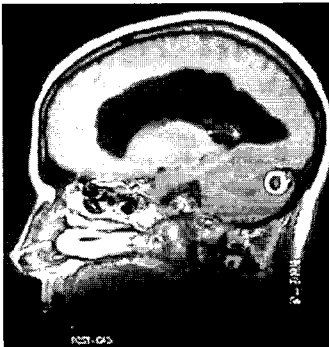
사람의 두뇌에 생긴 암을 MRI장비를 이용하여 발견된 그림(조영제를 투여 후). 원모양으로 표시한 것이 암세포이다. 위 그림은 사람의 옆면에서 찍은 사진이며 아래그림은 다른 사람의 머리위에서 찍은 사진의 모습이다.
